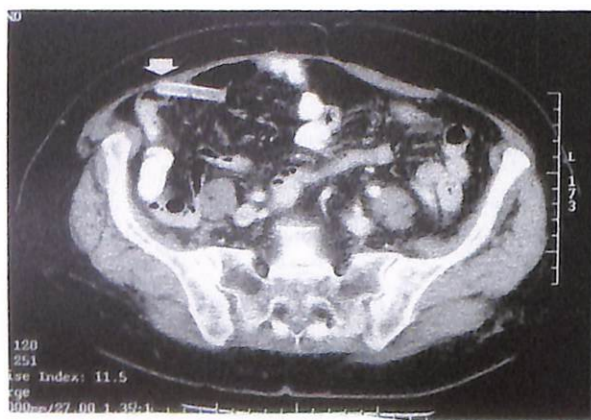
TAC de abdomen que muestra imagen sospechosa de cuerpo extraño (flecha).
